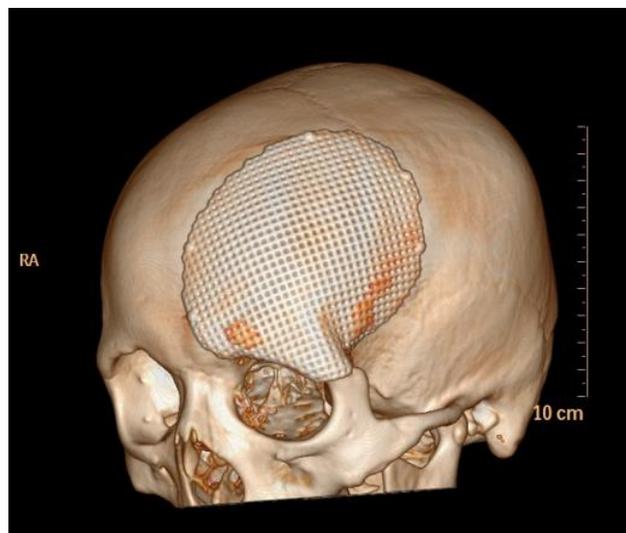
КТ картина черепа пациента П. после операции, 3D-реконструкция.
